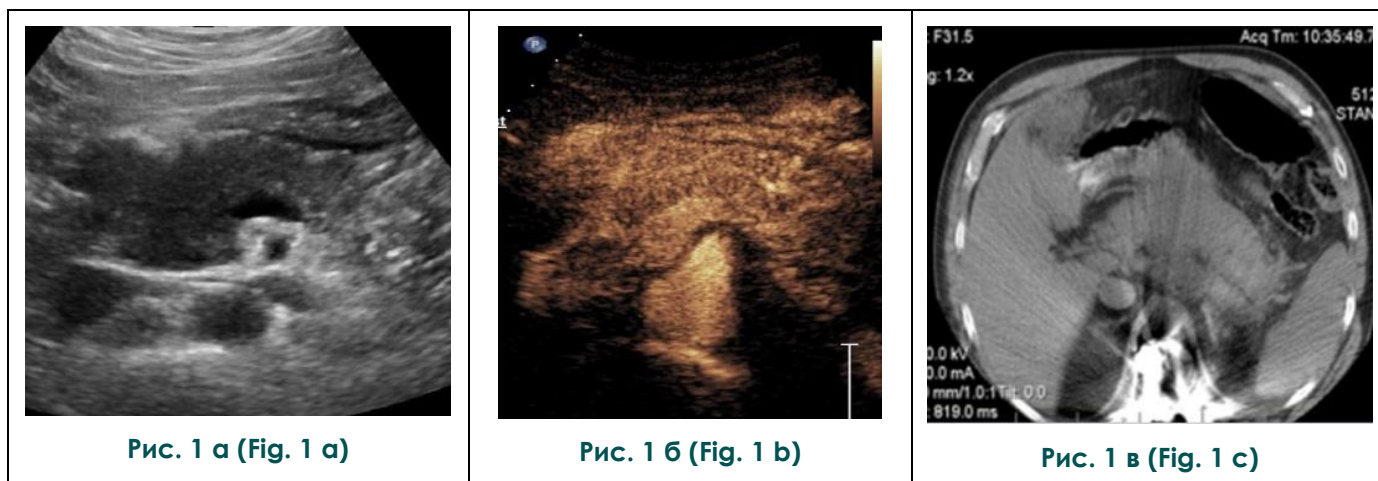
Сонограммы поджелудочной железы (а, б), МСКТ (в).
